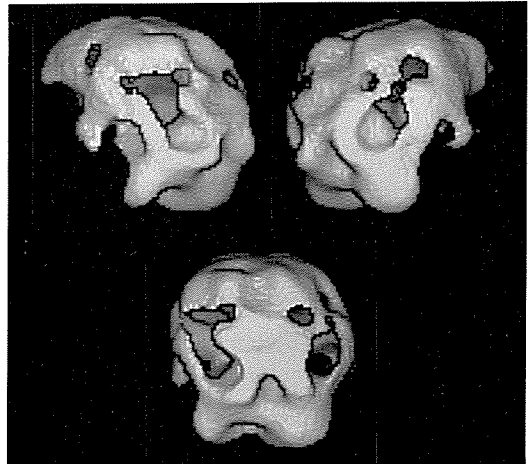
症例3の phosphen 出現期間の SPECT 立体画像
